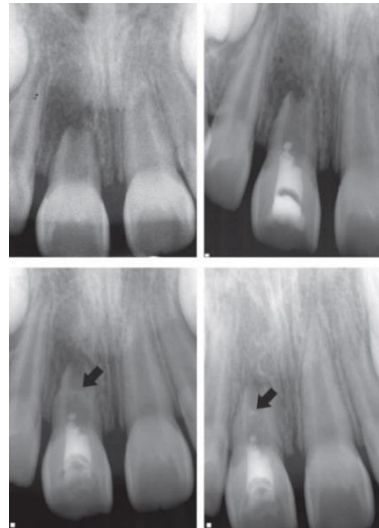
<sup>18</sup> *Caso 7. Continuación del desarrollo radicular, permaneciendo el foramen apical aun abierto. (a) Radiografía pre-operatoria. (b) Radiografía post-operatoria. (c) A los 5 meses de seguimiento. (d) A los 9 meses de seguimiento.*
